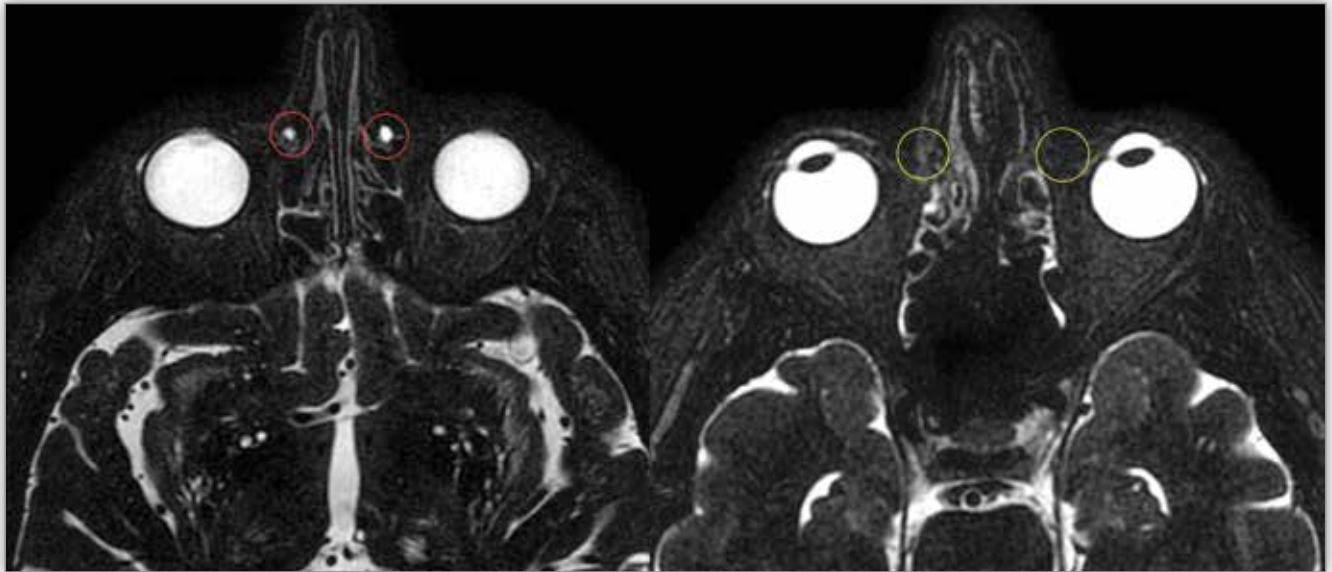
MRI. Lacrimal glands. From the left: normal lacrimal glands – healthy individual (red arrows point to lacrimal glands); the absence of lacrimal glands in affected female (case 2) and male (case 1) (yellow arrows point to where the lacrimal glands should be located).
